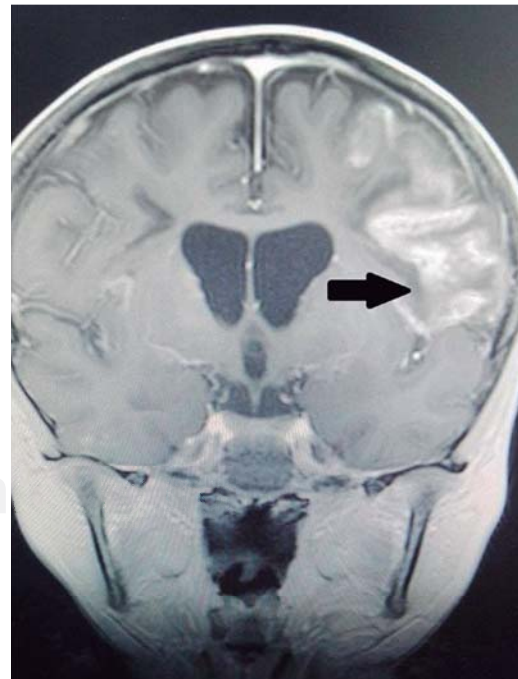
Resonancia magnética de encéfalo en fase T1, corte coronal a nivel del asta frontal de los ventrículos laterales en la que se observa una imagen hiperintensa en el lóbulo frontal que se extiende en región cortical y subcortical que delimita con la cisura de Silvio en la región basal.
